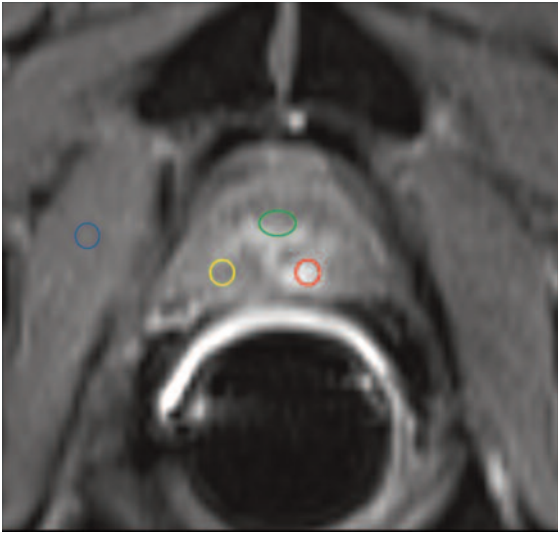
Immagine nativa in fase arteriosa di acquisizione dinamica assiale con mdc ev (DCE-MRI) (a) ed elaborazione delle relative curve Intensità/Tempo (b): in corrispondenza del reperto DWI si conferma la presenza di un'area nodulare di alterata impregnazione, caratterizzata da vivace e precoce enhancement con progressivo wash-out (ROI e curva I/T rossa).
